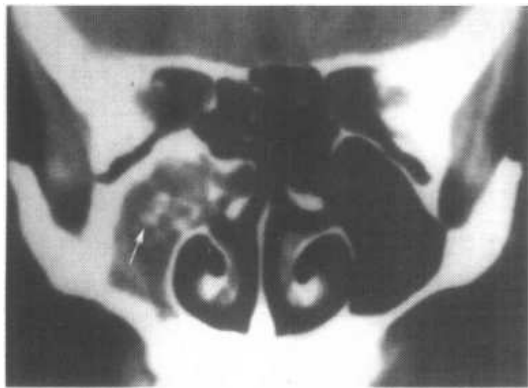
右上颌窦霉菌病冠状面 CT 扫描图
